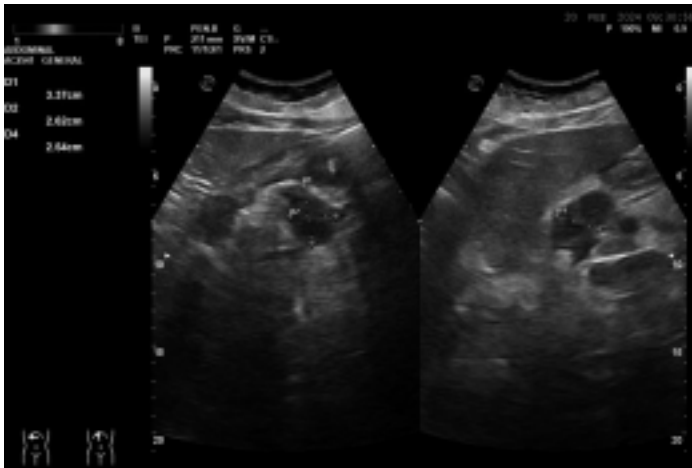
Ecografía abdominal con corte transversal (derecha) y longitudinal (izquierda) donde se objetiva en cabeza del páncreas lesión hipoeicoica y heterogénea de 3.37cm de diámetro mayor.
